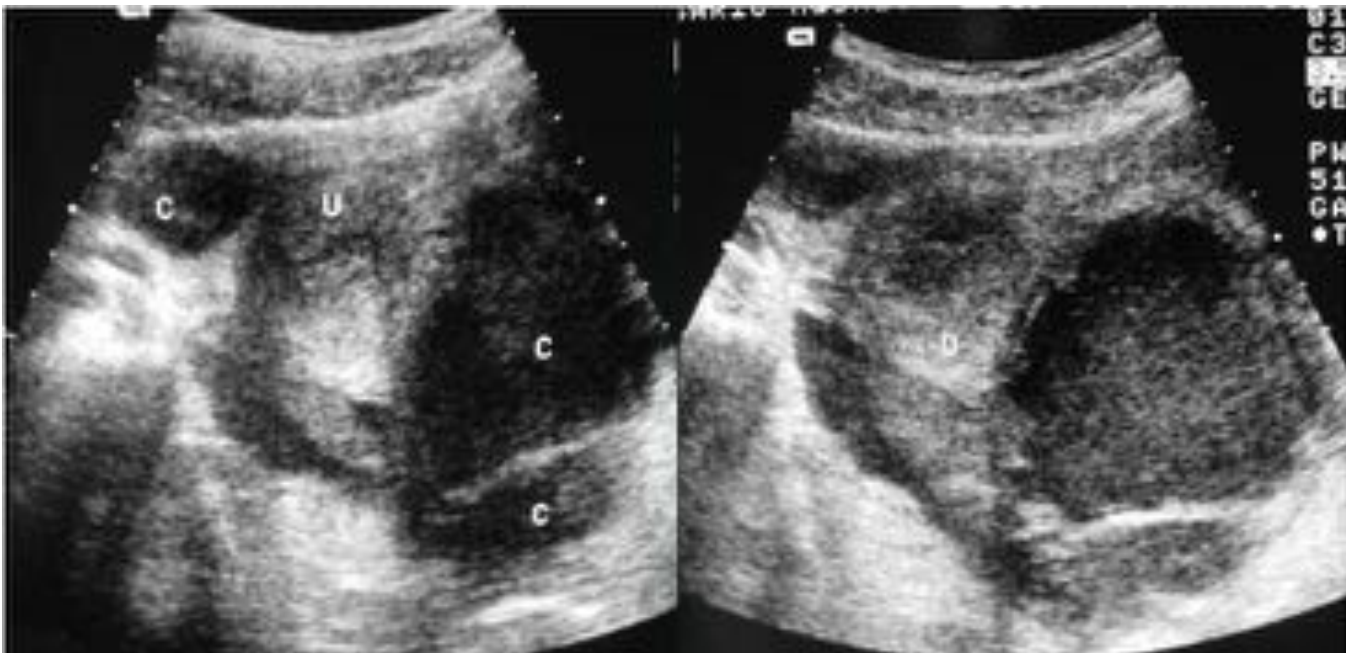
Ecografía: Absceso tuboovárico: Trompa de Falopio rellena de líquido con ecos en su interior
